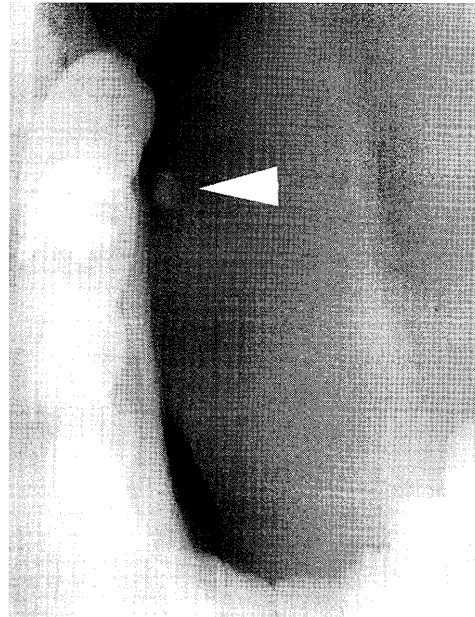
症例2の患者の術前咬合法X線写真。右側口底部に唾石様X線不透過像（矢印）を認めた。
